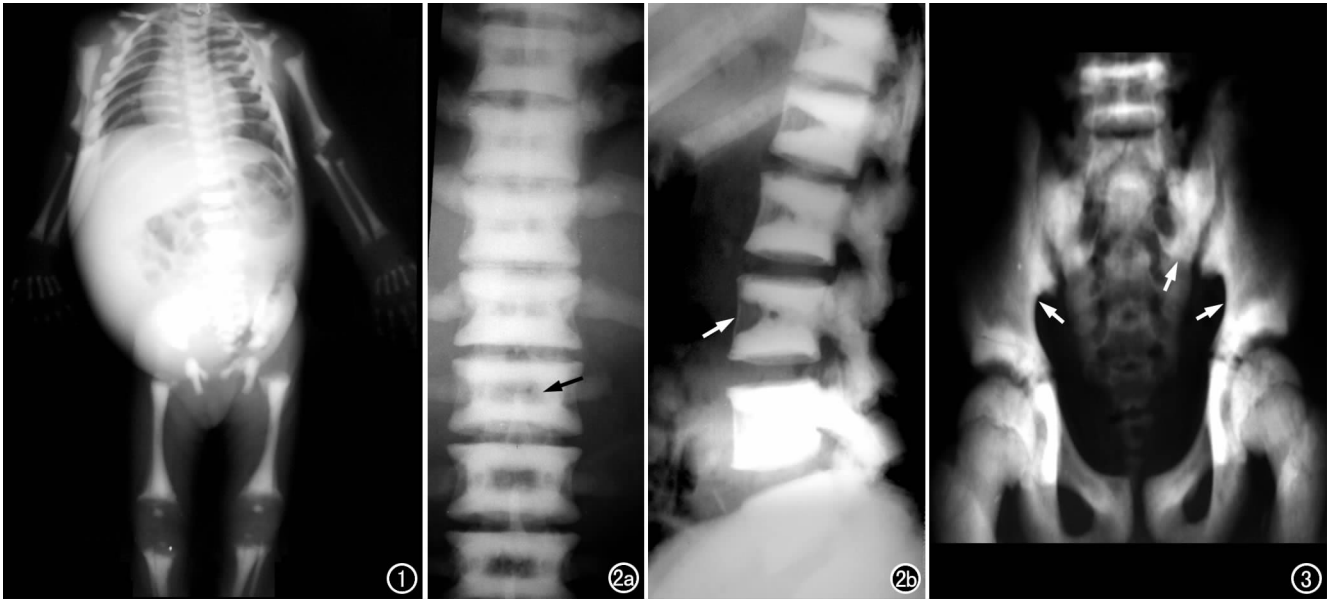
良性石骨症。平片示骨性胸廓、脊椎及四肢骨质密度普遍性增高,伴佝偻病样改变。图 2 良性石骨症。X 线平片示脊椎上下缘密度增高,中心密度减低,呈“夹心蛋糕”样(箭)。a) 正位片; b) 侧位片。图 3 良性石骨症。骨盆正位平片示骨盆各骨密度增高,髂骨翼不均匀硬化,硬化带与髂骨嵴平行,形成弧形致密影(箭),呈“同心圆”征。
